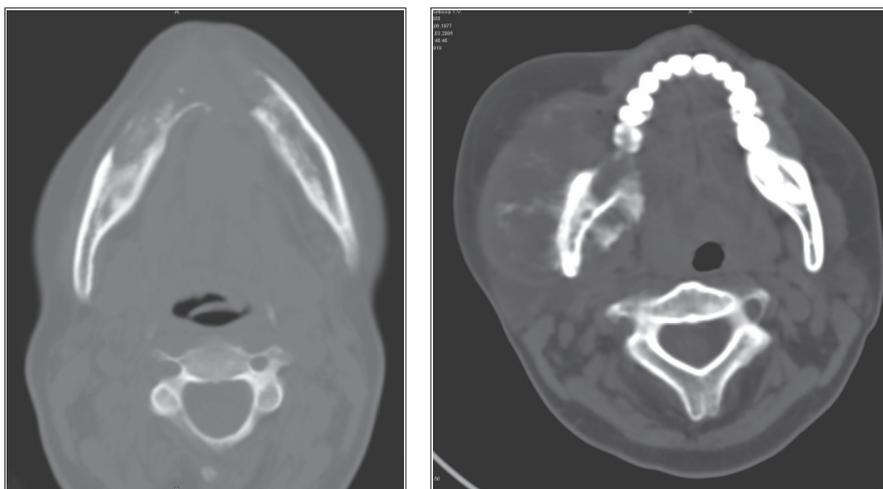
КТ: остеосаркома тела нижней челюсти. Остеосаркома ветви нижней челюсти
